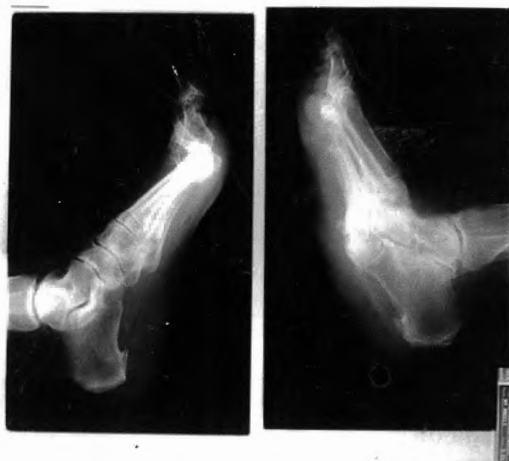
Radiografía de perfil de ambos pies en la que se observa la osteoartropatía típica del pie de Charcot.
